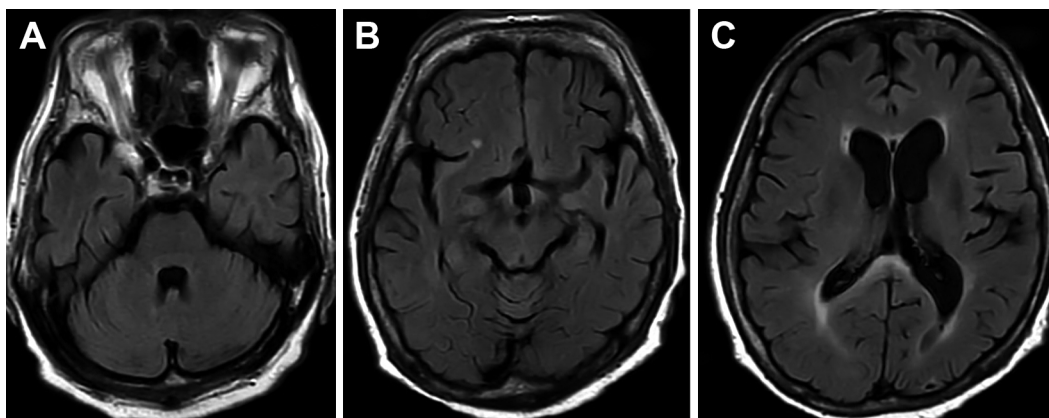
Brain MRI on day 5
